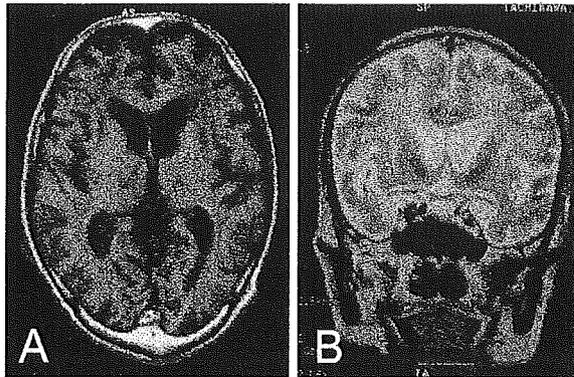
症例 1 頭部 MRI. A: T1 強調画像水平断。B: T2 強調画像冠状断
